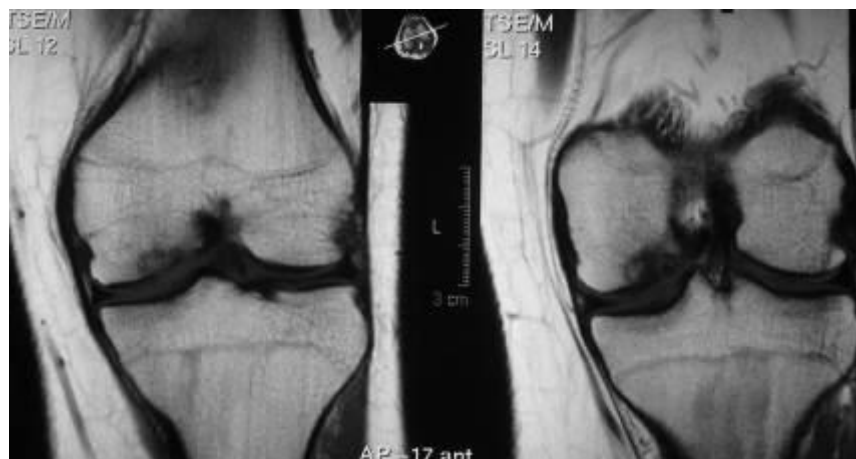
МРТ - фронтальные срезы.
